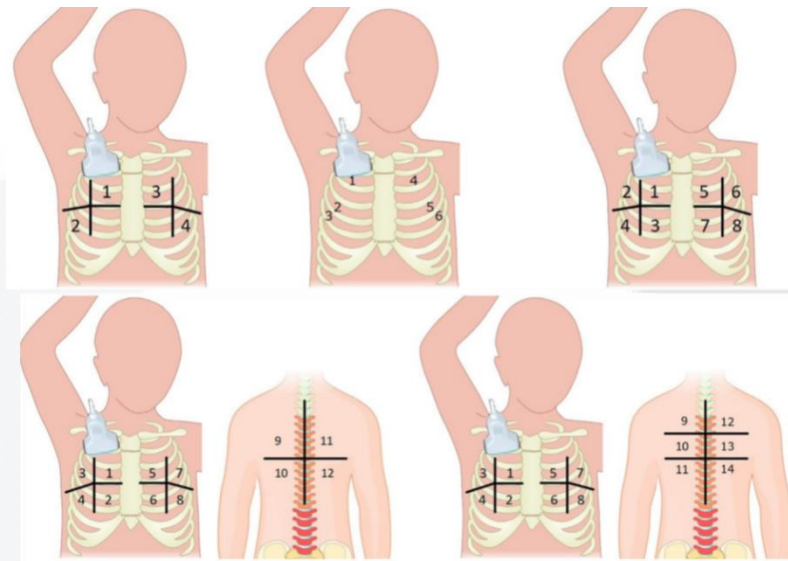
ZONAS DE LOS SISTEMAS DE ESTRATIFICACIÓN DEL ULTRASONIDO TORÁCICO PARA LA EVALUACIÓN DE LA NEUMONÍA
